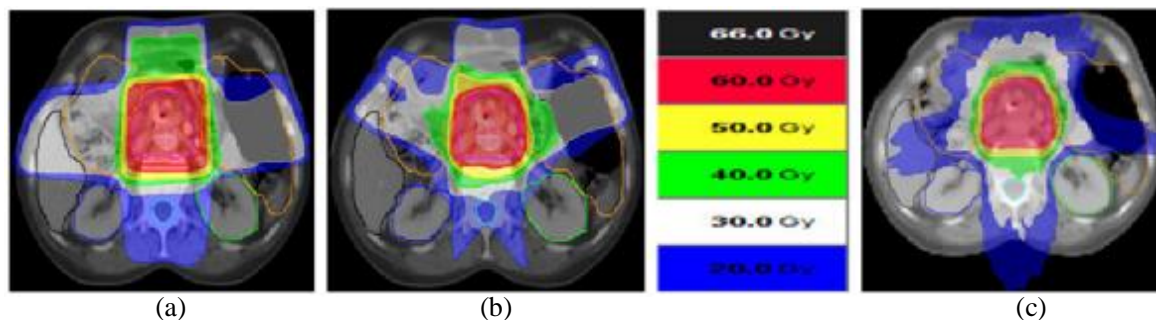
典型患者 CT 图像上三种计划的横断面剂量分布, (a)为 3D-CRT 计划, (b)为 sIMRT 计划, (c)为 HT 计划
